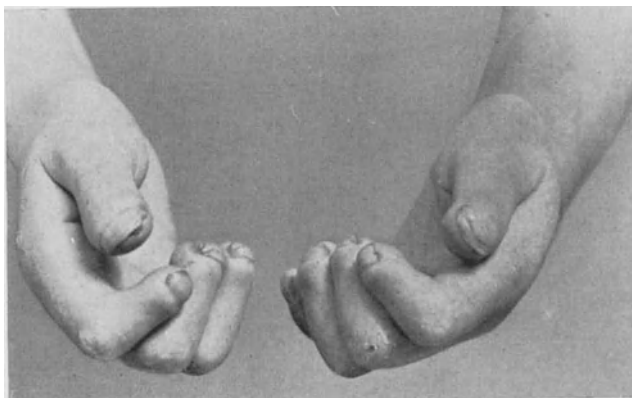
Hochgradiger Schwund der Endglieder der Finger bei einem Fall von schwerer Sklerodermie. Die Knochen der Endphalangen waren, wie das Röntgenbild zeigt, an einigen Fingern völlig geschwunden. An der Dorsalseite des 1. Interphalangealgelenkes des dritten Fingers der linken Hand ein trophisches Geschwür. Die Haut ist glatt, gespannt, so daß die Finger nicht gestreckt werden können.
